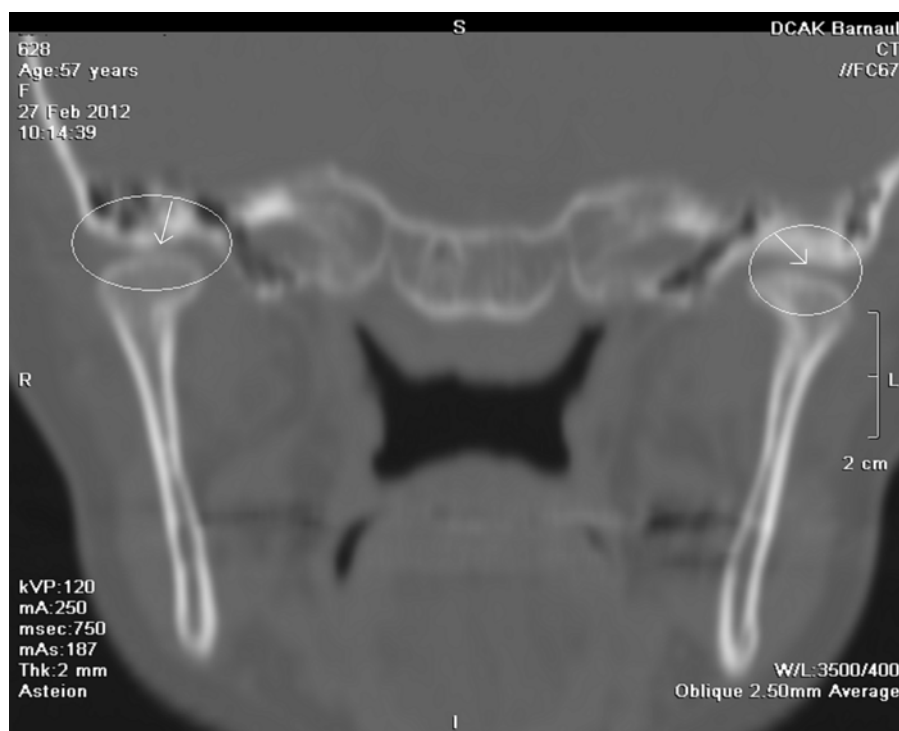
Компьютерная томограмма ВНЧС.
